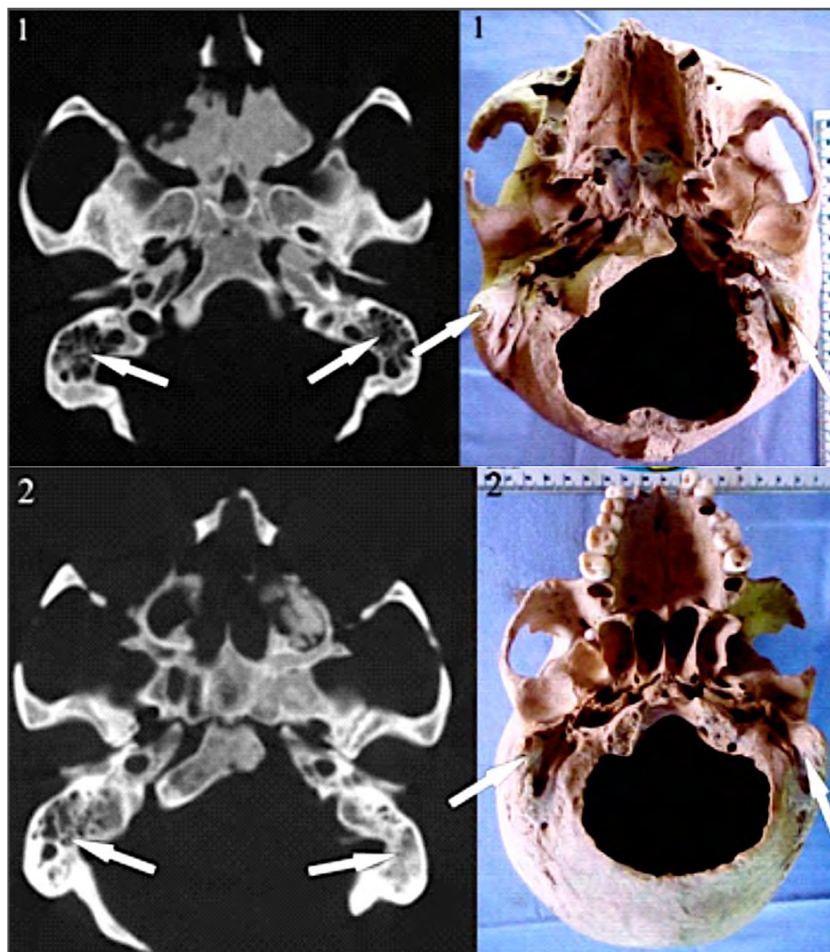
Fotografías y TAC de los cráneos trofeo 1(H)10 CT1 (1) y 1(H)10 CT2 (2).
